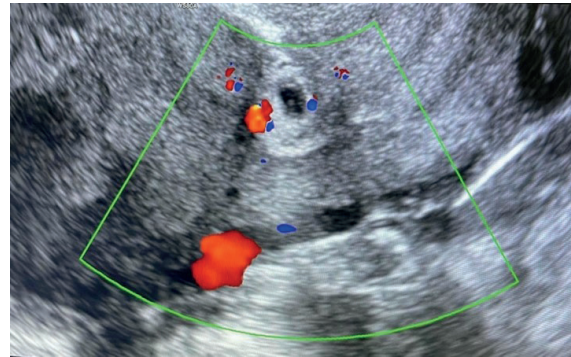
ECOGRAFA TRANSVAGINAL CON MODO DOPPLER. SE APRECIA MAPA COLOR POSITIVO ALREDEDOR DEL SACO GESTACIONAL.
